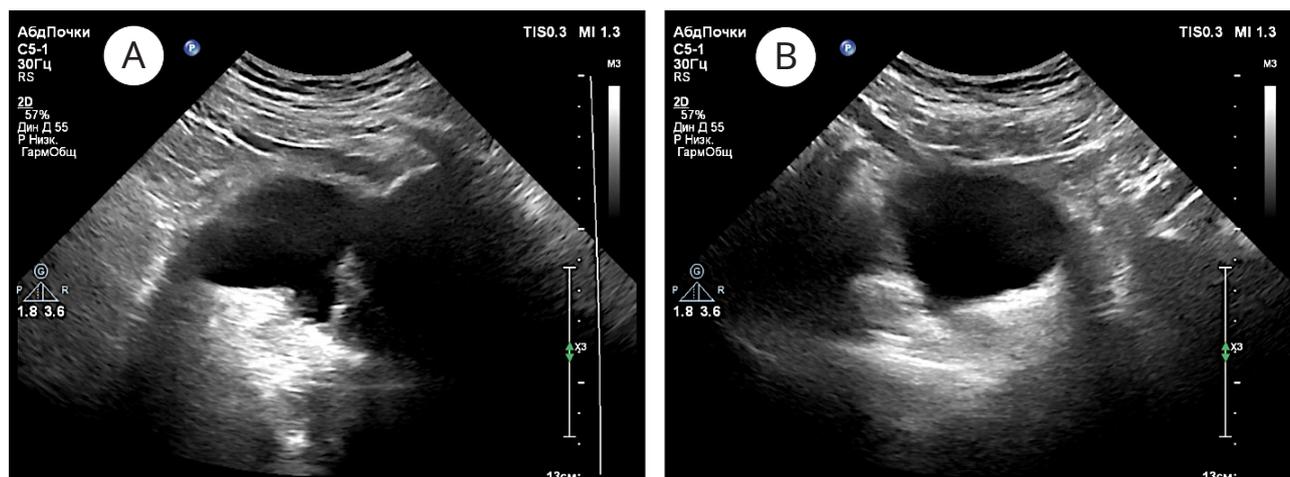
УЗИ мочевого пузыря с зоной клиновидного дефекта без инкрустаций через 7 дней после операции в разных проекциях (А и В)
